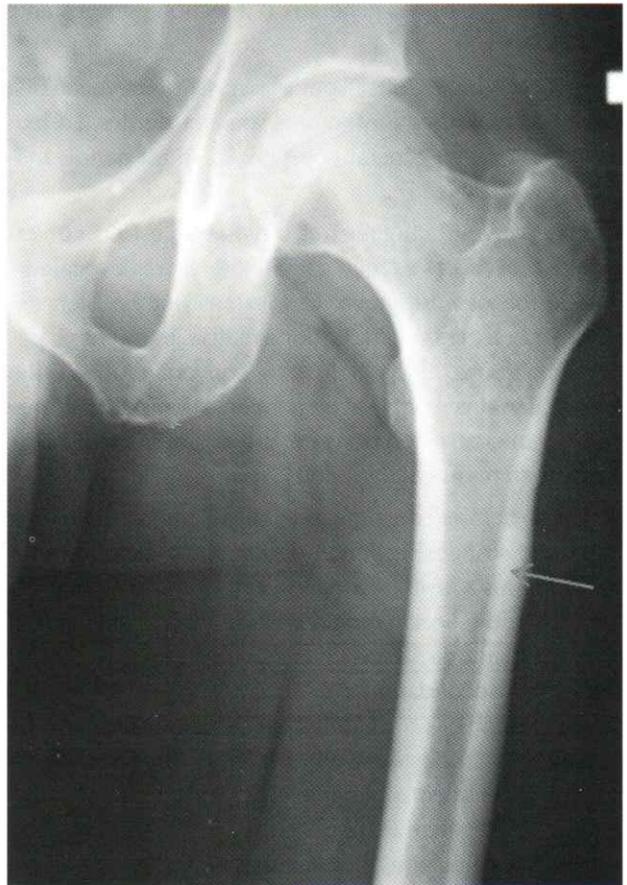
la radiographie standard du fémur gauche de face montre une reconstruction osseuse au recul de 1 an.
